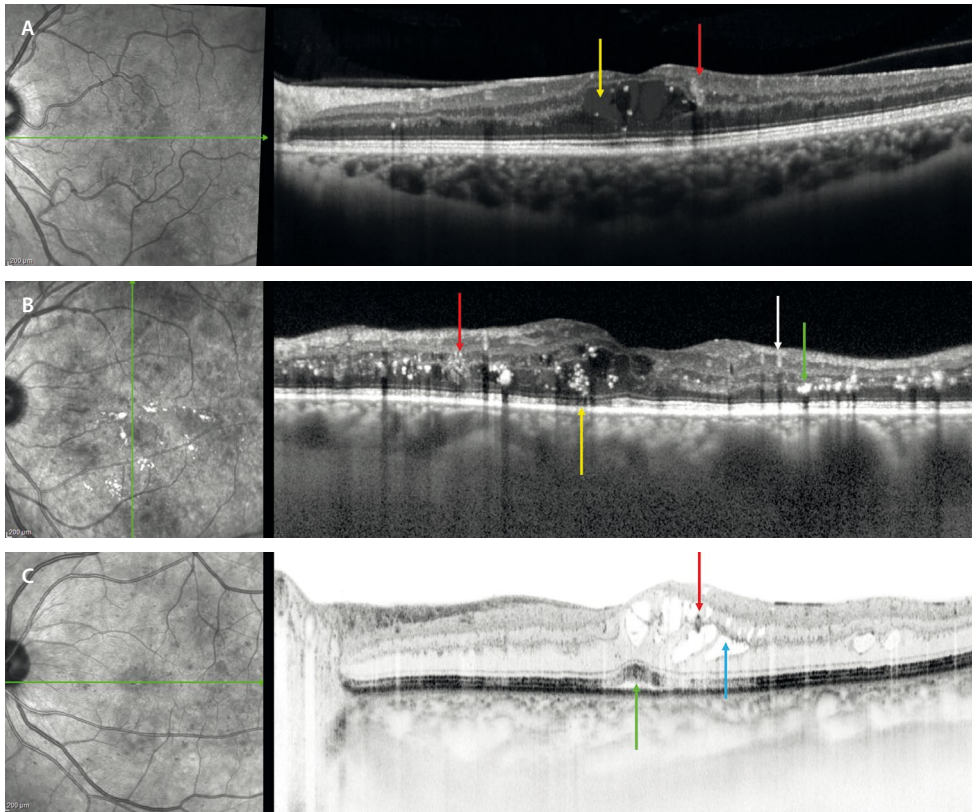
Biomarcadores agudos en el edema macular diabético. Tomografía de coherencia óptica de pacientes diferentes con edema macular diabético. A) Edema macular diabético que presenta quistes de contenido hiperreflectivo o de alta densidad (flecha amarilla) asociado a microaneurismas (flecha roja). B) Edema macular diabético que traduce mayor ruptura de la barrera hematorretiniana interna con la presencia de microaneurismas (flecha roja), abundantes exudados duros en la capa plexiforme externa (flecha verde), así como atenuación de las capas externas (flecha amarilla). Tanto los exudados duros (flecha amarilla) como los vasos sanguíneos (flecha blanca) tienen sombra hiporreflectiva posterior. C) Edema macular diabético con quistes hiporreflectivos de predominio seroso (flecha azul) asociados a microaneurismas (flecha roja), que se acompañan de un desprendimiento del neuroepitelio (flecha verde). La coroides es gruesa en los tres pacientes.
